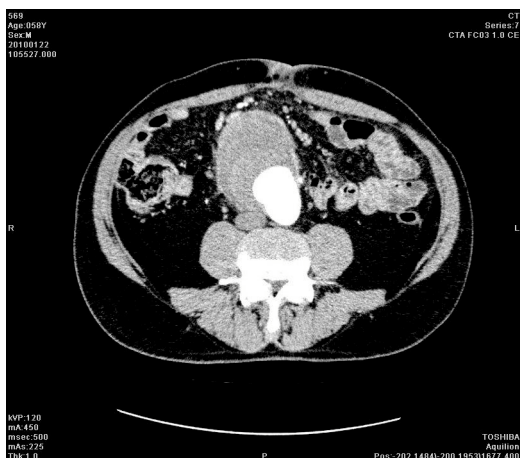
Imagen de TC de aneurisma de aorta abdominal con características inflamatorias. El crecimiento de la pared aórtica predomina en las caras anterior y laterales, y es menor en la cara posterior. Las capas de la inflamación de la pared le dan un aspecto de “catáfilas de cebolla”.
